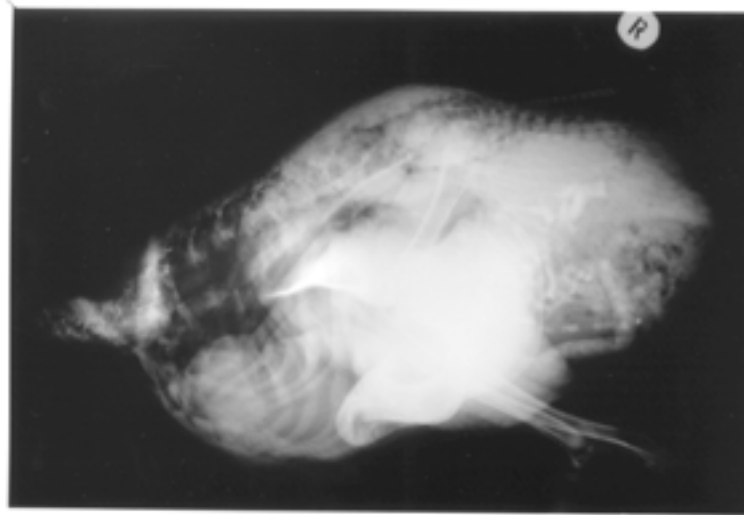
Ganzkörperaufnahme (latero-laterales Röntgenbild in rechter Seitenlage) eines vier Wochen alten Straußenküken (Tab. 2, Nr. 1) 39 min nach Kontrastmittelapplikation. Beachte das fast zweigekammerte Bild des Drüsenmagens sowie sein gestreiftes kraniales Erscheinungsbild. Der Muskelmagen ist gut mit Kontrast ausgefüllt, wobei seine bikonvexe Form hervorgehoben wird. Das Duodenum unterscheidet sich von den übrigen Dünndarmanteilen durch seinen größeren Durchmesser und sein relativ gerades u-förmiges Erscheinungsbild. Die dünneren tubulären Strukturen von stark variierenden Durchmessern repräsentieren andere Dünndarmanteile. Beachte die komprimierten abdominalen Luftsäcke aufgrund der rechten Seitenlage.
